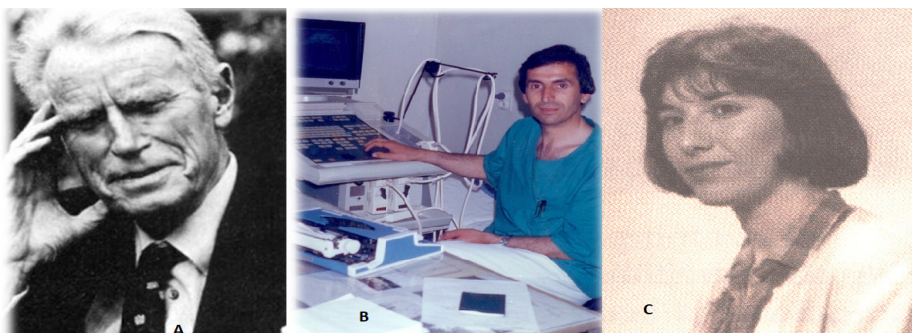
(A) Ian Donald, 27.12.1910 -19.06.1987 Ideatori - themeluesi i diagnostikës ultrasonografike. (B) Selami Sylejmani, themelues i Kabinetit të Diagnostikës Ultrasonografike të ish Qendrës Medicinale "Boro e Ramizi" në Prizren me aparatet e parë Ultrasonografik Hitachi EUB 450 dhe (C) Infermiere e Kabinetit Diagnostikues Ultrasonografik në Prizren Valdete Nurkollari Shala.
